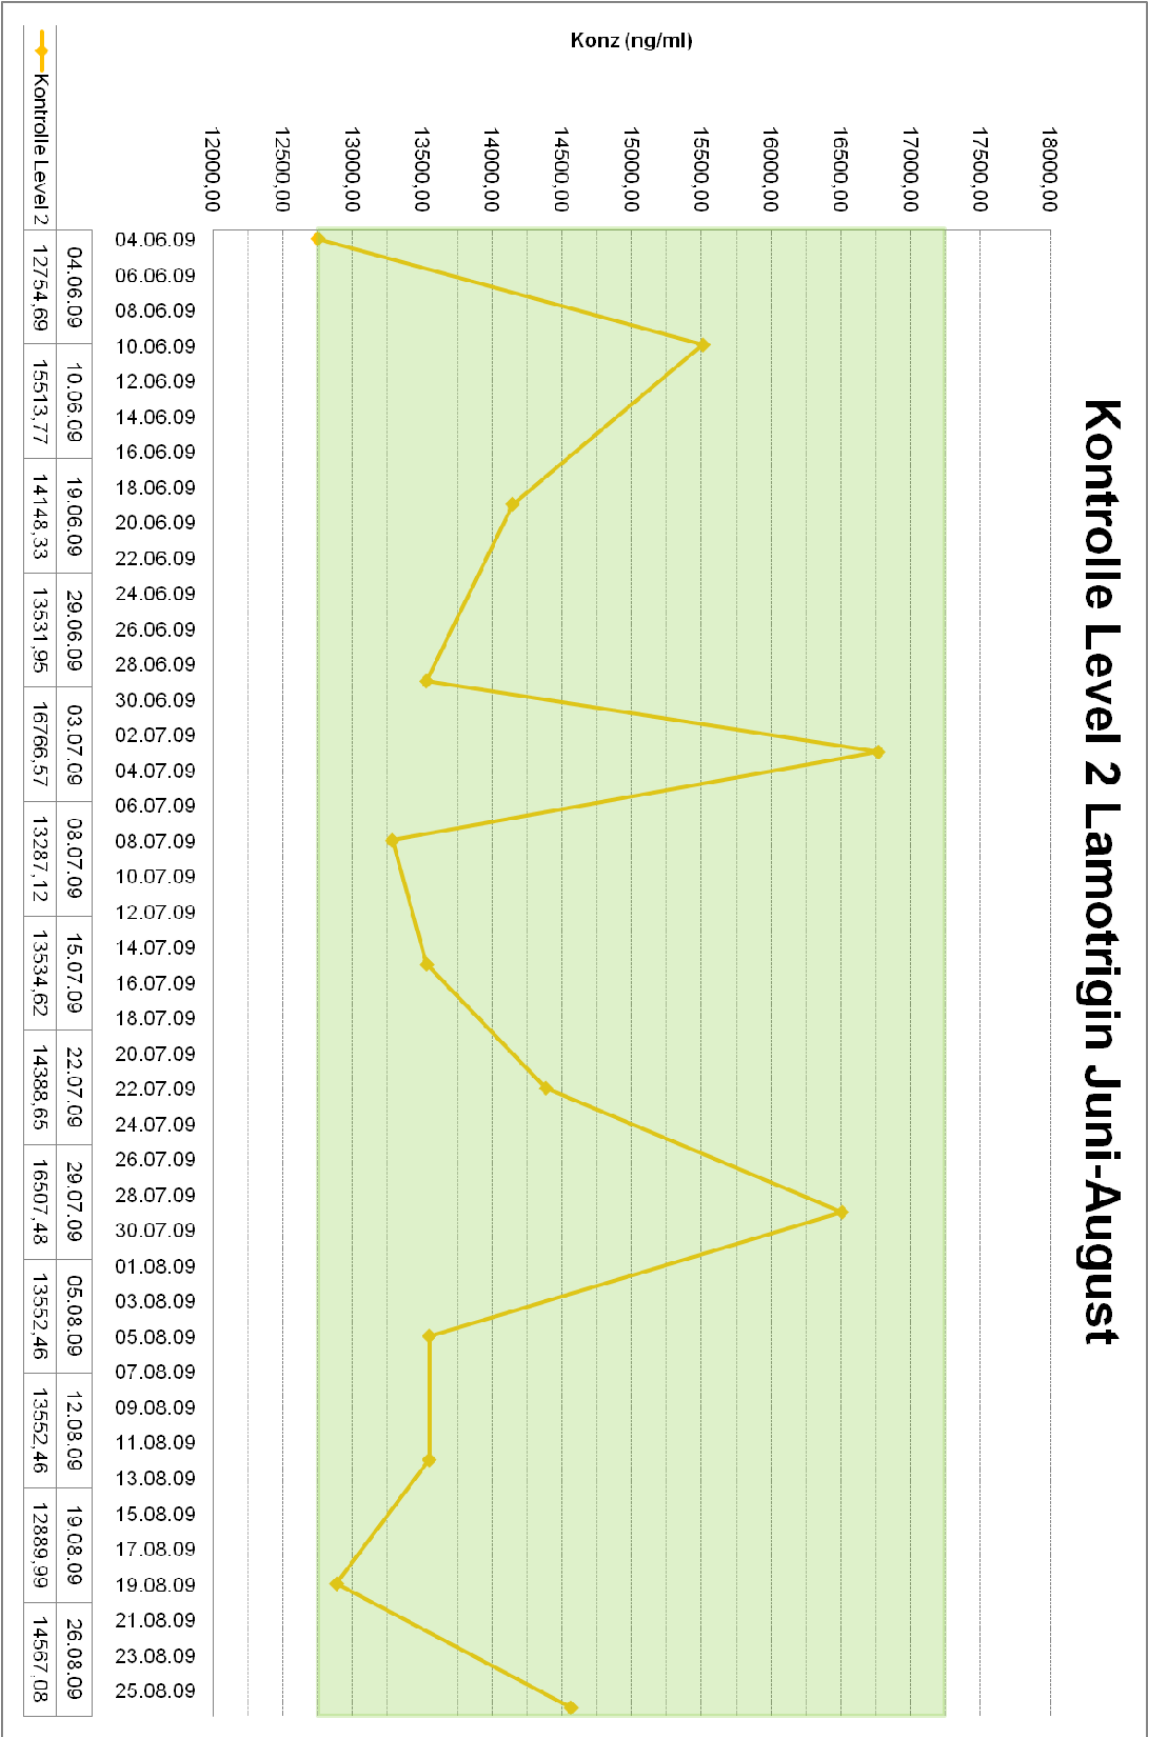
Kontrolle Level 2 Lamotrigin Juni-August (TDM 1a)
